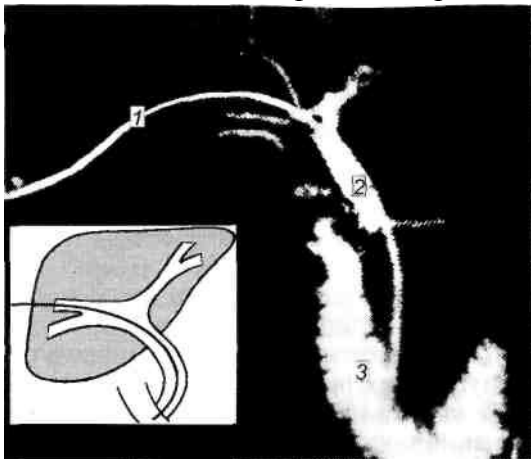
Наружно-внутреннее дренирование холедоха. Рентгенограмма.
